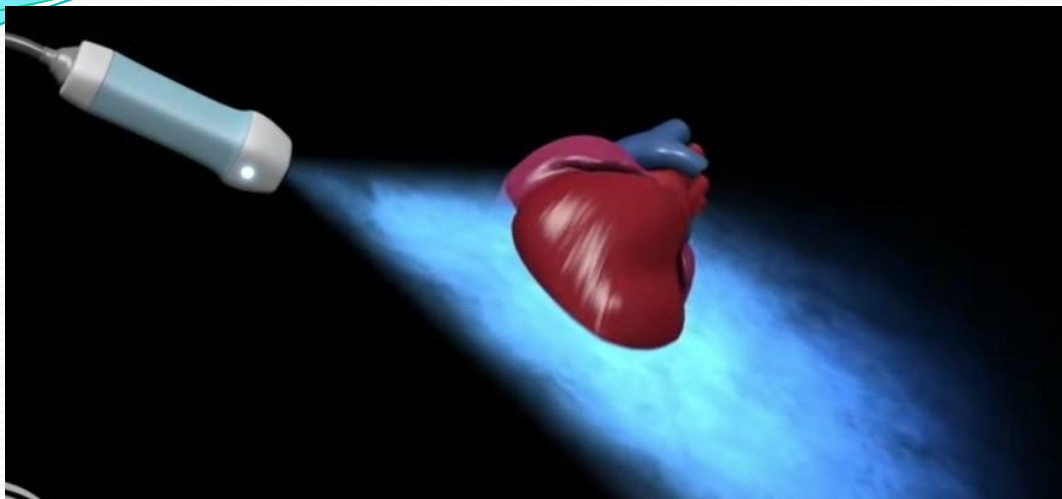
Эхокардиографические окна
